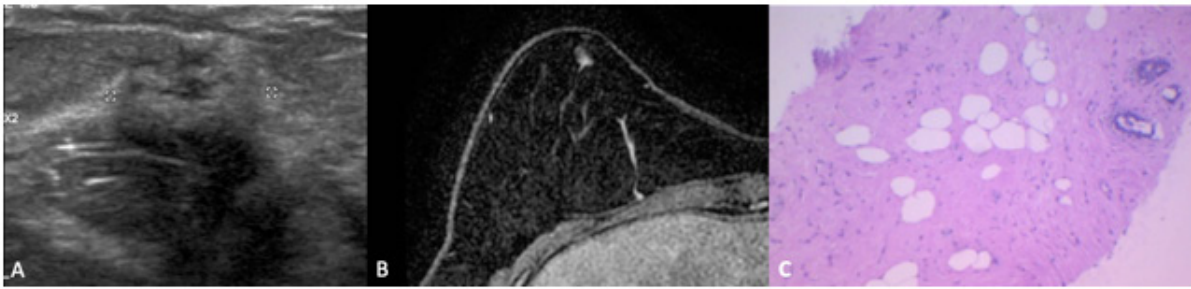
Ultrassonografia de rastreamento (Fig.II-A) realizado no mesmo dia da mamografia nota-se uma lesão não nodular focal, com ecogenicidade mista, predominantemente hiperecogênica no quadrante íferomedial da mama direita, sendo recomendada biópsia (BIRADS 4). Foi realizada também RM diagnóstica (Fig II-B), na qual se evidenciou um realce não nodular focal na mesma topografia. A análise histológica identificou proliferação estromal moderada constituída por miofibroblastos sem atipias (Fig. II-C), além de alterações císticas e de células colunares sem atipias e hiperplasia ductal usual.
